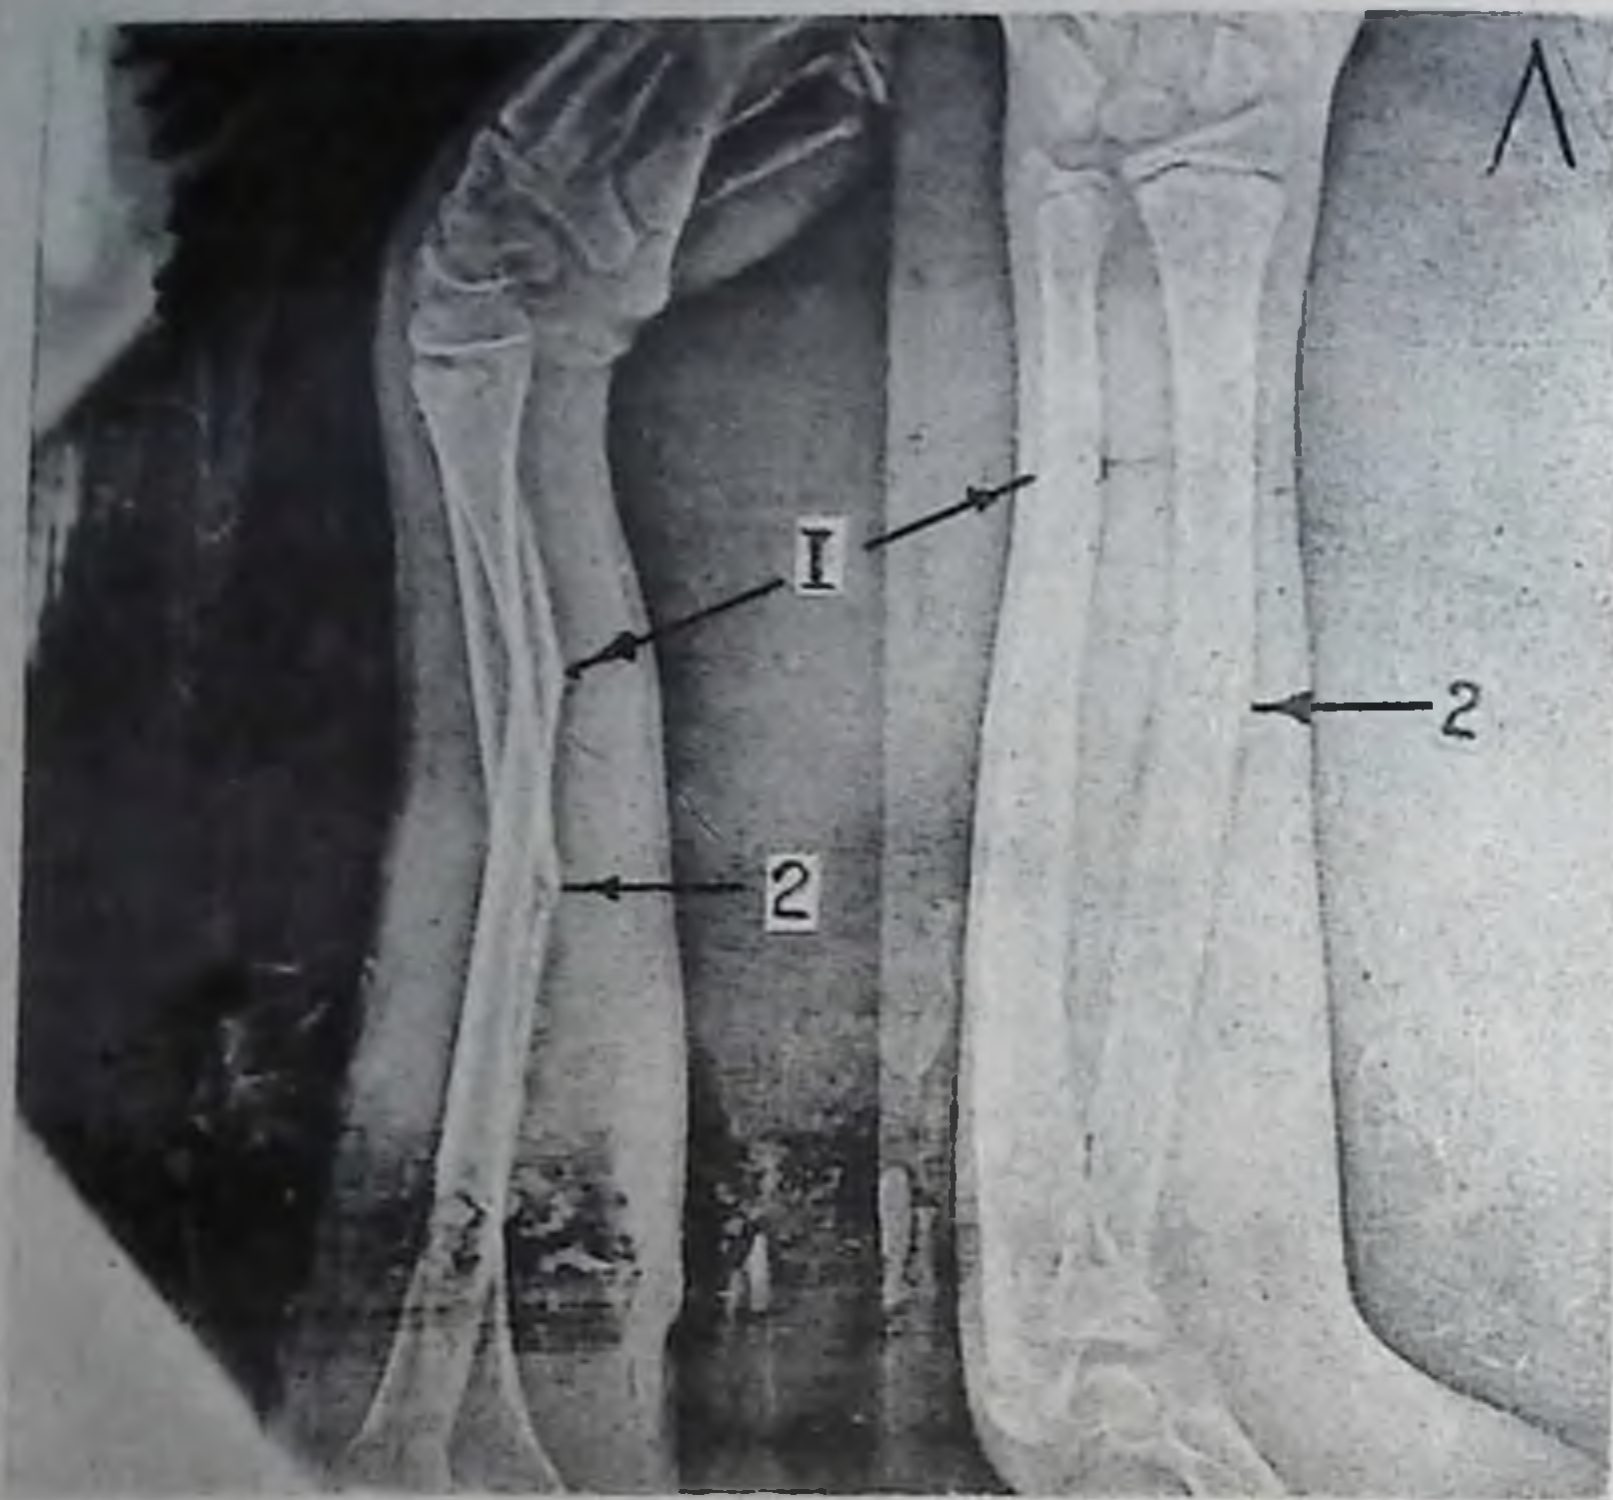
Электрорентгенограмма левого предплечья в двух проекциях:
